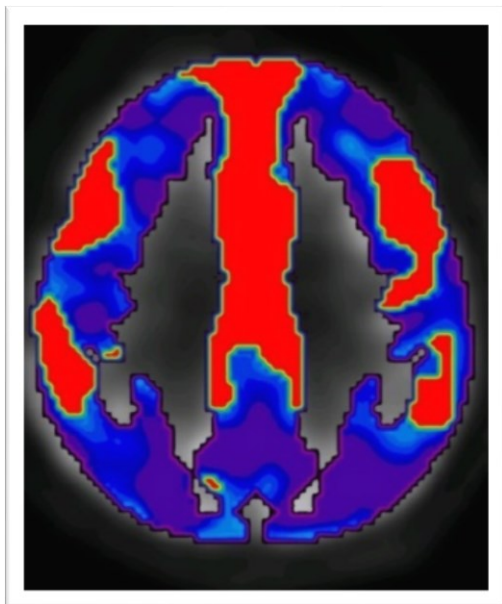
Beispielhafte PET I von Proband MW261140
